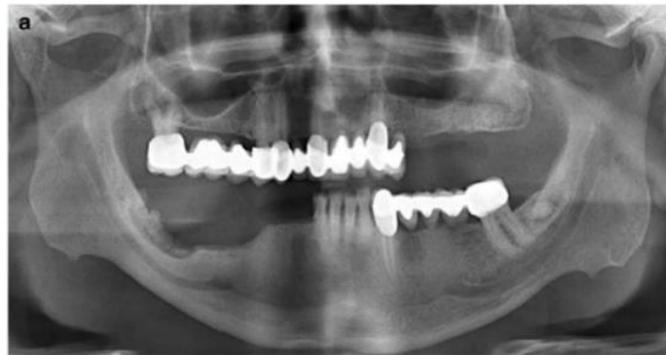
Radiografía panorámica mostrando secuestro óseo en región mandibular derecha.⁸
